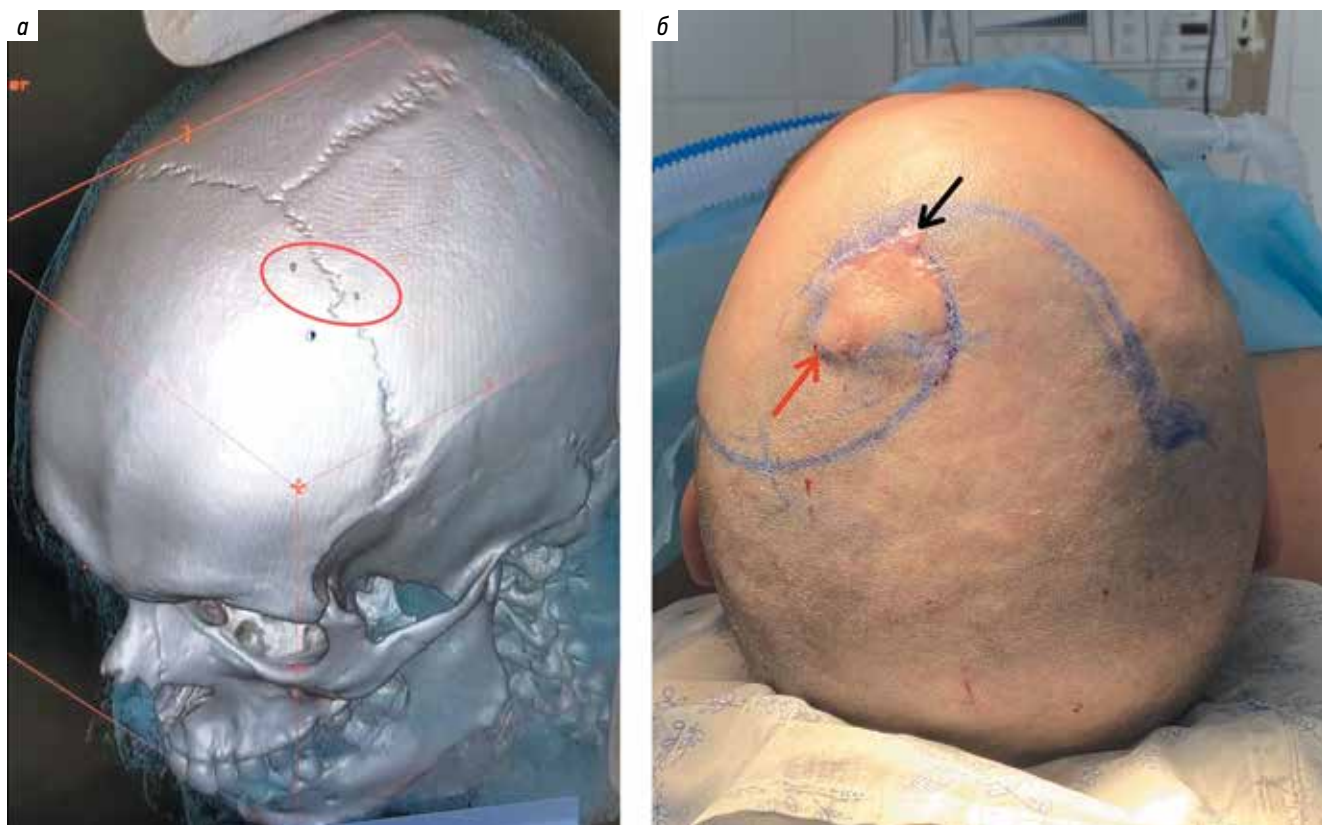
Дооперационные данные пациента Г.: а — компьютерная томография костей черепа (3D-реконструкция): 2 инородных фрагмента (стекла) в мягких тканях в проекции рубца (отмечено красным овалом); б — вид головы пациента до операции: черной стрелкой указана область рубца, красной стрелкой — положение осколков
